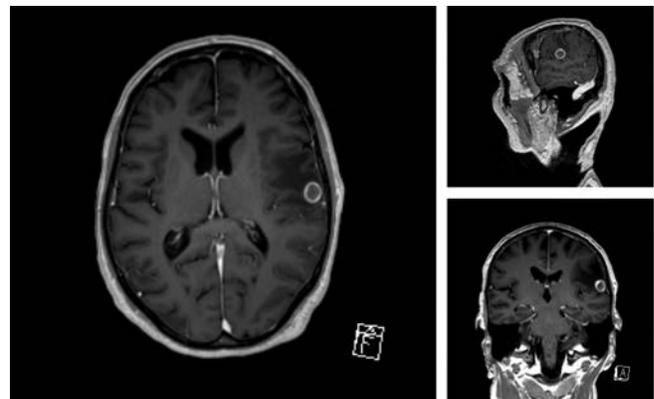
Brain T1 weighted, Gd-enhanced, magnetic resonance of a patient with single left parietal metastasis from non-small cell lung cancer.
